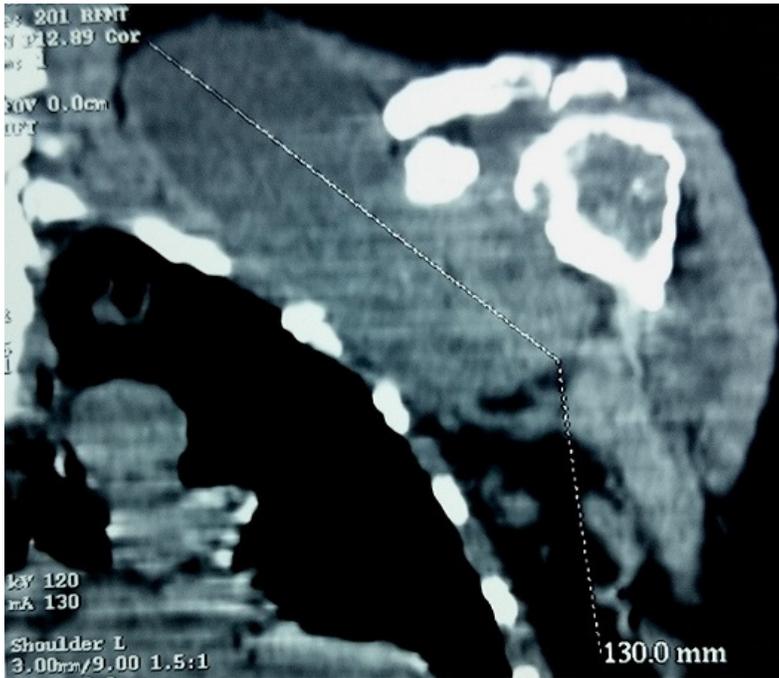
aspect TDM épaule: coupe coronale: érosion de la tête humérale associée à une volumineuse collection cloisonnée
